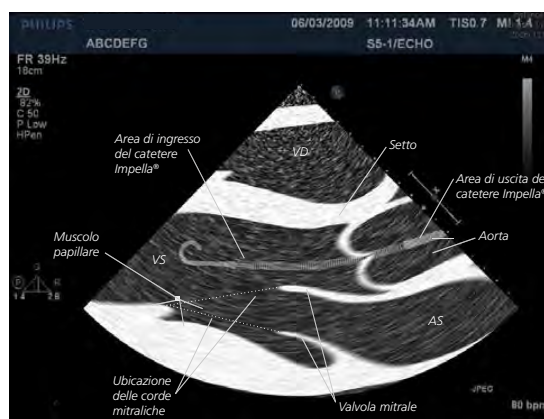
Ecocardiogramma transtoracico (TTE) del catetere Impella
